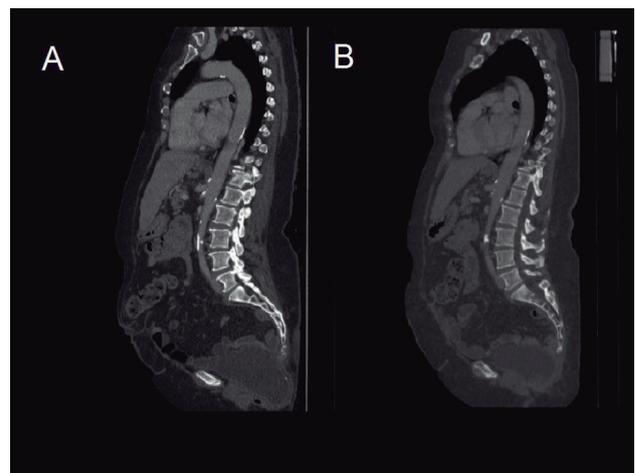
A. Tomografía computarizada preoperatoria: corte sagital en el que se observa la hernia perineal que contiene la vejiga ptósica. B. Tomografía tras la reparación quirúrgica: se observa una adecuada corrección de la hernia.
